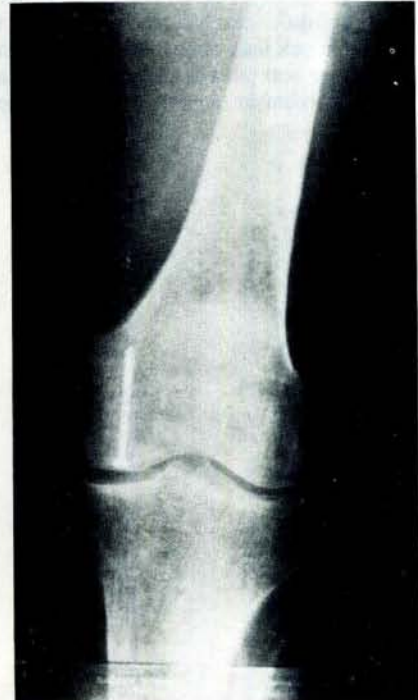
İntra-operatif sol diz A.P grafisi
